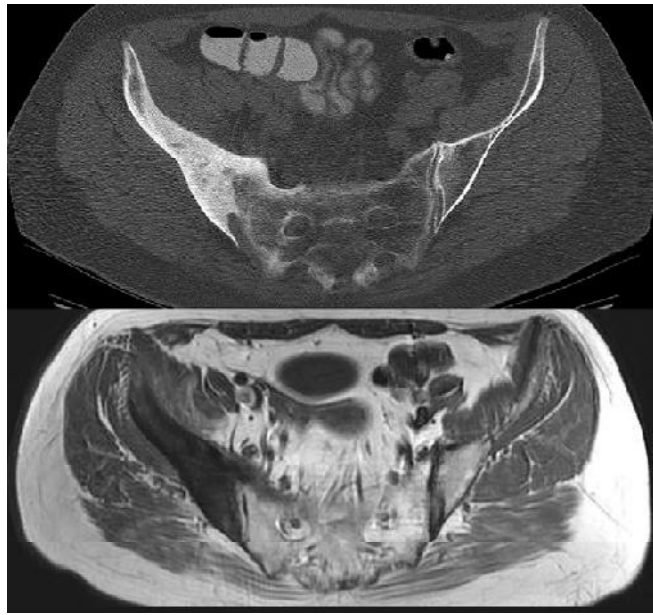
TDM axial (haut) et à l'IRM images T1W (en bas) de l'articulation sacro-iliaque montrant la fusion unilatérale de l'articulation sacro-iliaque droite avec hyperostose extensive et ostéite de l'os iliaque typique du SAPHO. ^[15]
